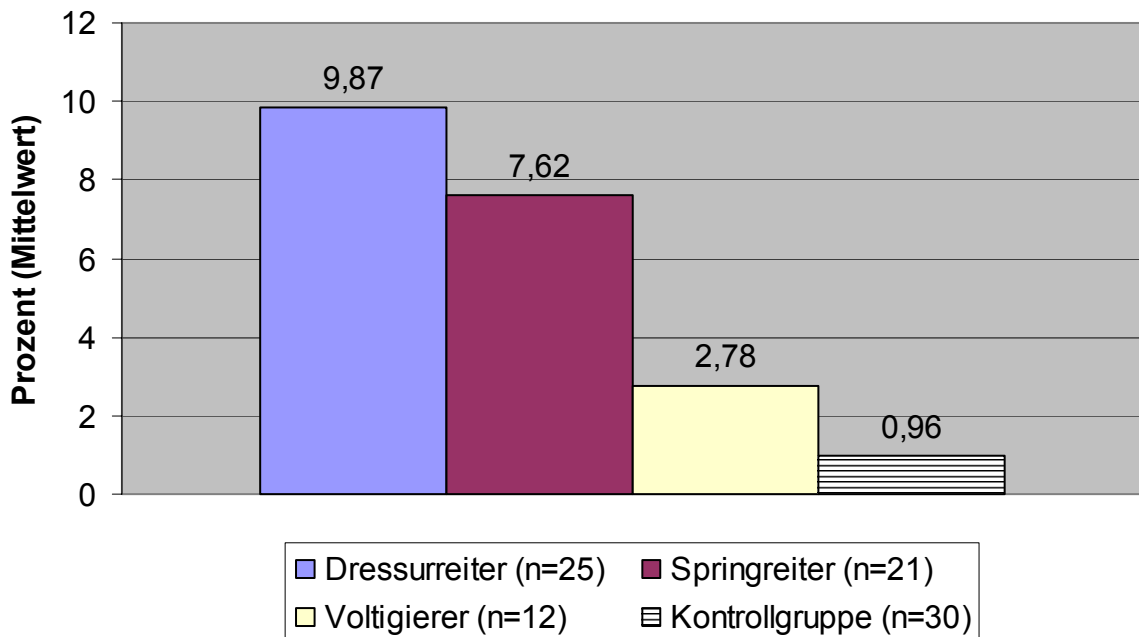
Score in Prozent (Mittelwert) des Oswestry-Low-Back-Pain-Disability Questionnaire nach Fairbank et al. aller MRT-Probanden (n=88)
